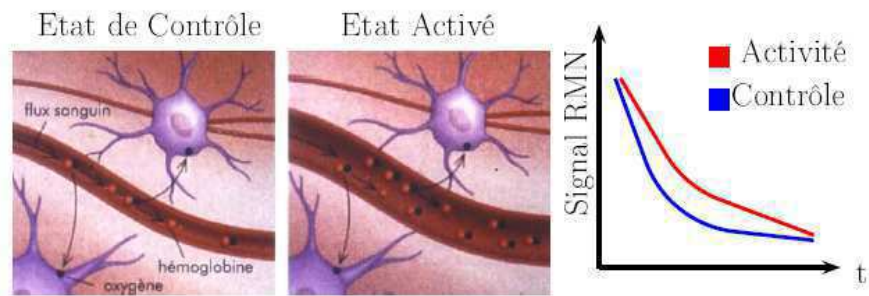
L'activité neuronale entraîne une augmentation du débit sanguin cérébral (DSC) et une augmentation de la concentration en oxyhémoglobine  $HbO_2$  dans les vaisseaux et les capillaires entourant les neurones activés. Cette augmentation, supérieure à la consommation requise par l'activation, se traduit donc par une augmentation locale de la concentration en oxy-hémoglobine  $HbO_2$  (diamagnétique) et une diminution de la concentration en désoxy-hémoglobine Hb (paramagnétique). Au niveau du signal RMN mesuré, on observe alors une augmentation du signal.
